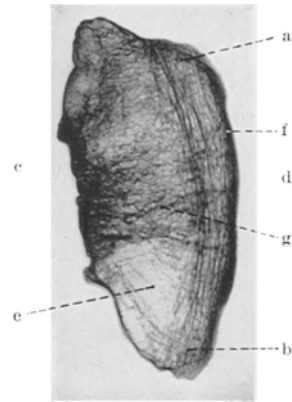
Fall 2. Röntgenbild der Patella. a—b Bälkchenschar parallel zur vorderen Knochenrinde f; senkrecht dazu die Bälkchenschar g, von der Gelenkfläche c ausgehend und fächerförmig gegen d ziehend; e blasige Porose.
